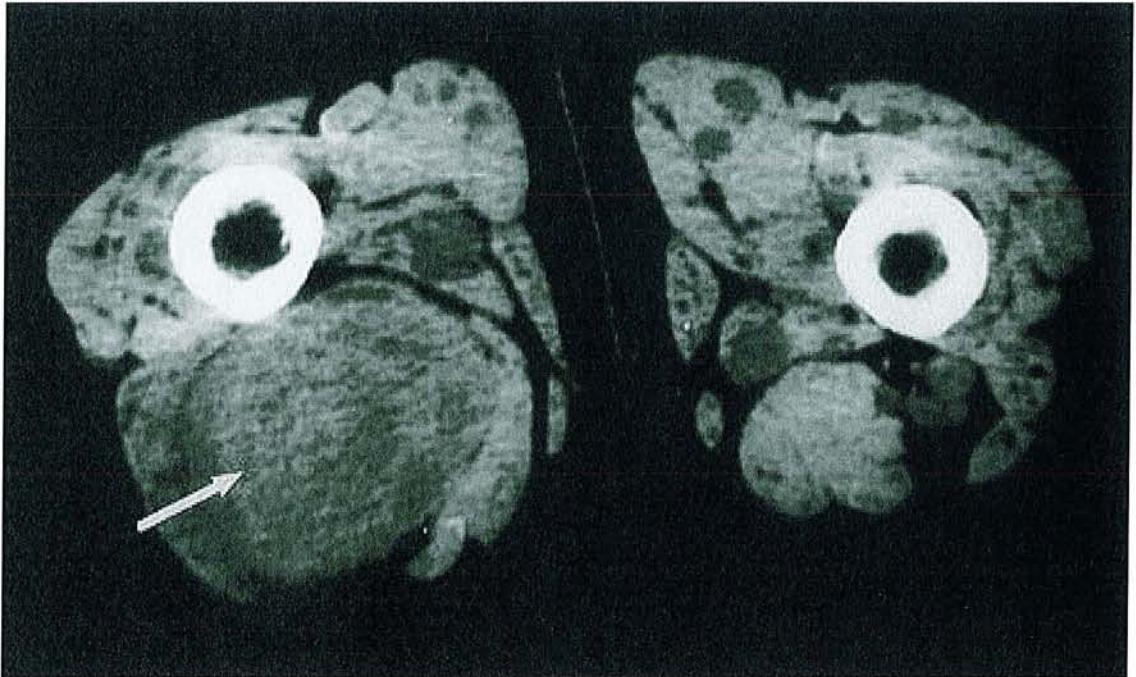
TDM ; Neurofibrome situé sur le nerf sciatique.
